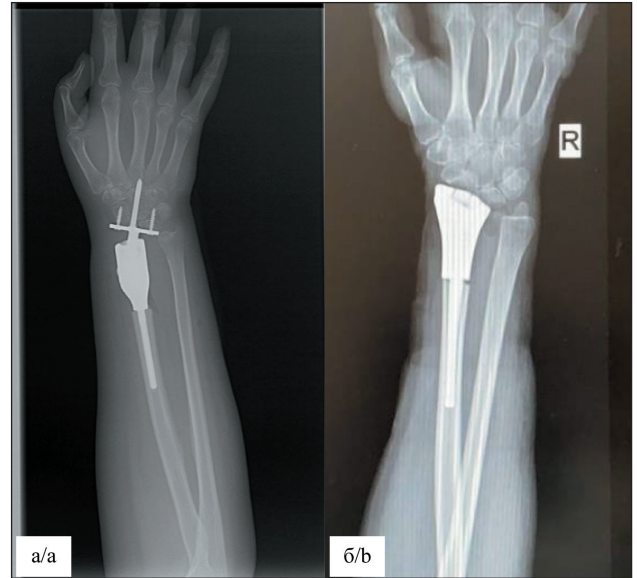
Рентгенограмма лучезапястного сустава: а – связанный тип эндопротеза; б – несвязанный тип эндопротеза. Примечание: снимки выполнены авторами
